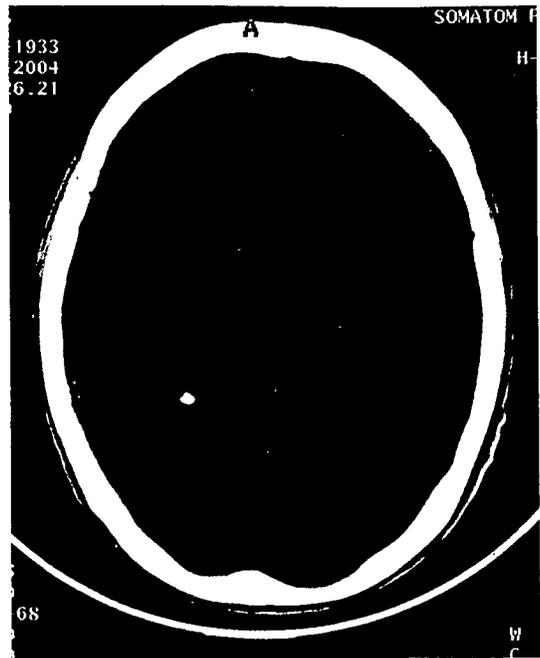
頭部 CT(2004年2月中旬)
